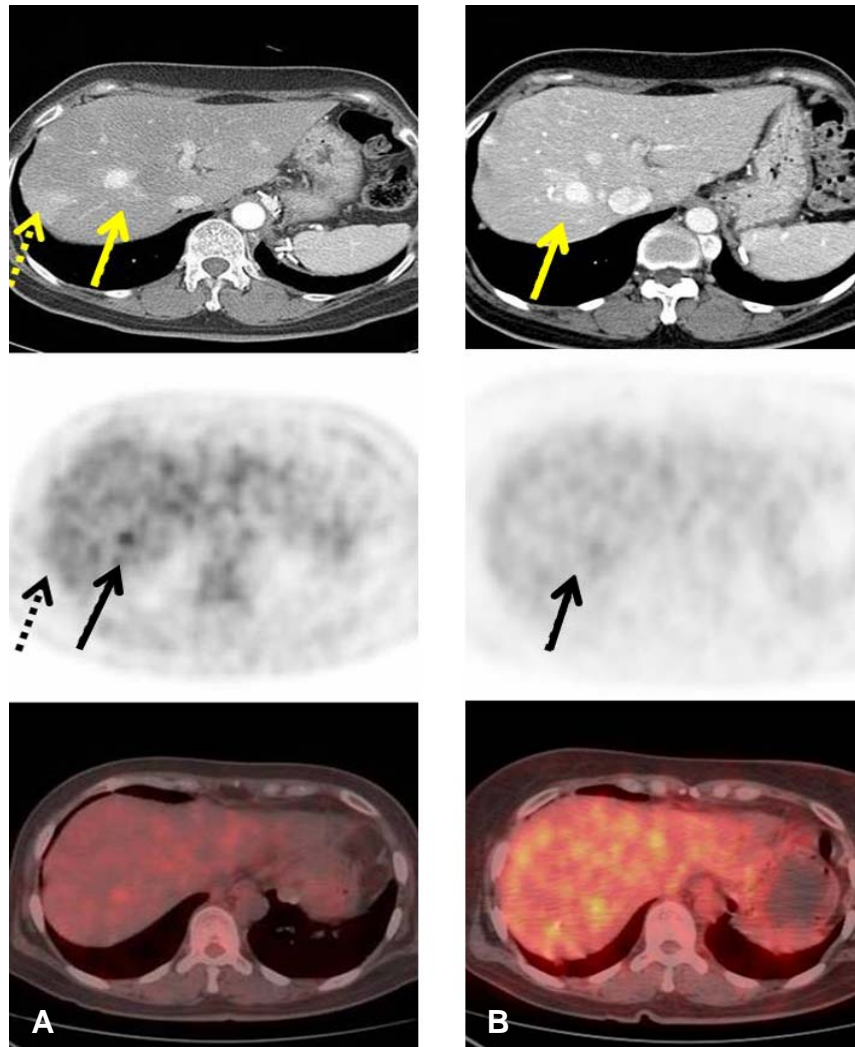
Pre-therapy ^{18}F -FDG PET/CT shows two enhancing lesions in transaxial view. It depicts mildly increased glucose metabolism in straight arrow, but no FDG avidity in dotted arrow (A). After ^{131}I -MIBG therapy, ^{18}F -FDG PET/CT shows only one remaining lesion in the same slice. It change from mildly increased glucose metabolism to no FDG avidity after ^{131}I -MIBG therapy (B).
